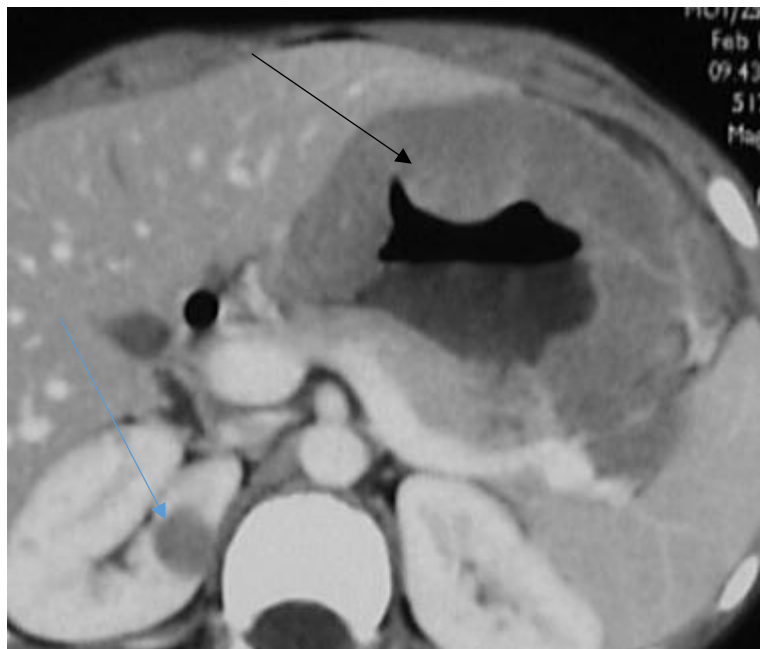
TDM en coupe axiale avec injection de produit de contraste montrant un épaissement gastrique (Flèche noir) associé à un nodule rénal droit (Flèche bleu)
